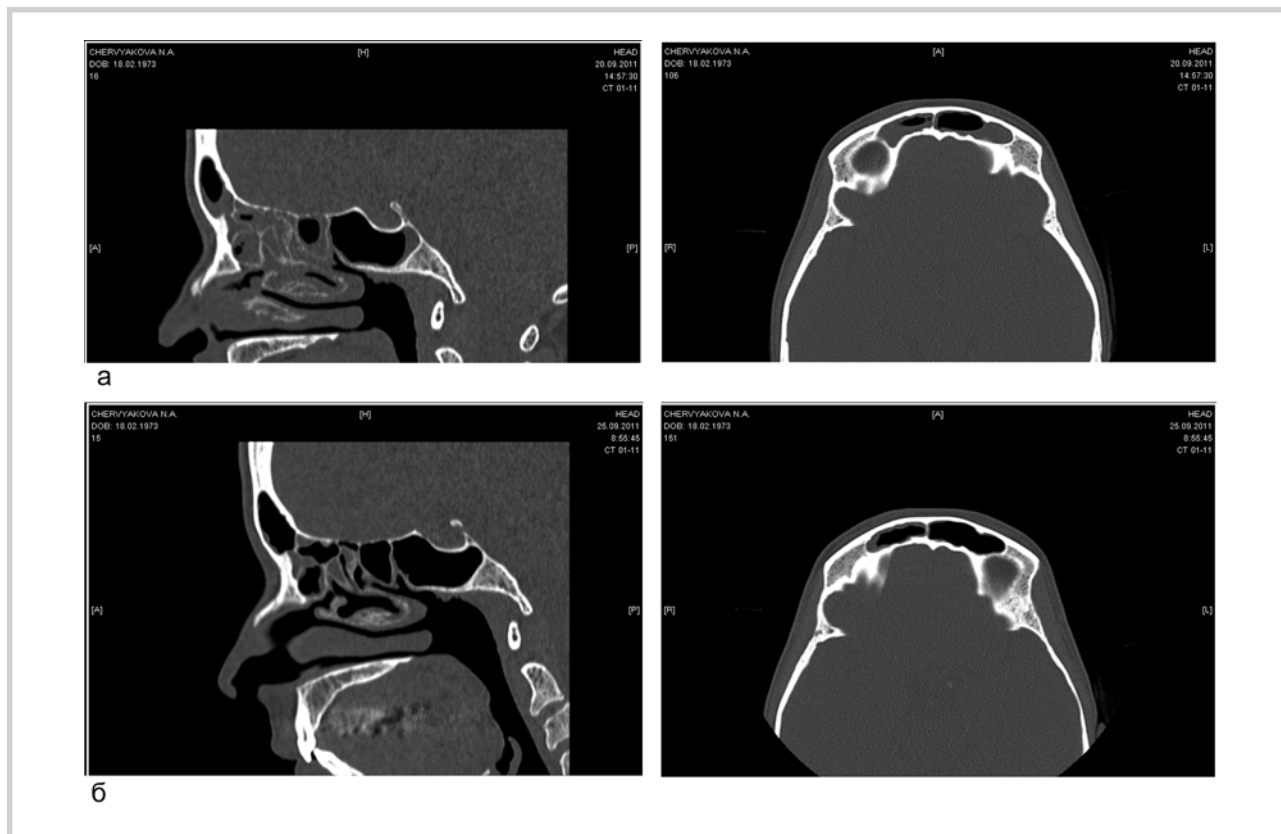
Компьютерная томография ОНП.
